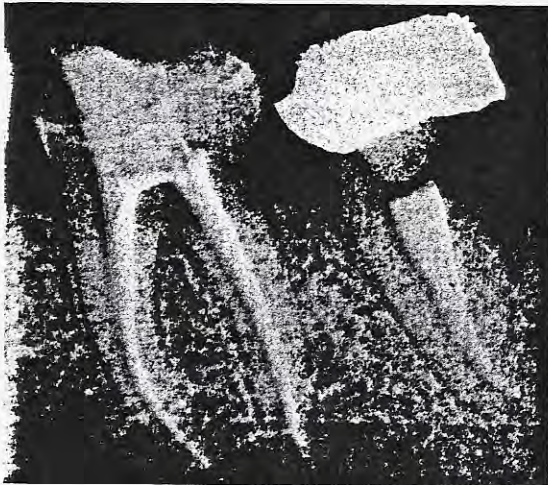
A 24-month radiographic assessment of the 2 root canal therapies in Figure 1: complete healing.
